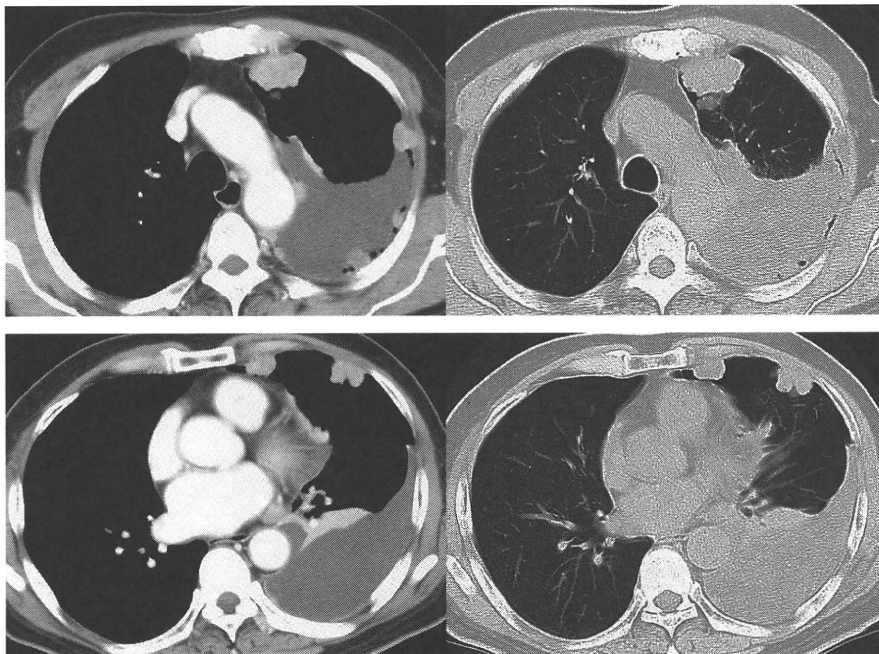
入院時胸部造影 CT では、左胸水貯留を認め、左肺胸膜直下に不整な結節が多発しており、境界明瞭、辺縁不整、大小不同で、内部は不均一な造影効果を認める。左気胸があり、結節は壁側胸膜に存在している。その他、胸膜プラークや有意なリンパ節腫脹は認めない。
